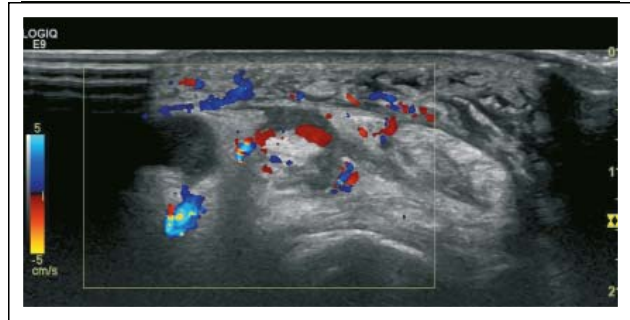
Kerschbaumer A, et al. Ultraschall Querschnitt (Handgelenk dorsal) subkutanes Ödem, deutlich erhöhtes Farbdopplersignal, echoarmer/freier Erguss in den Sehnenfächern des Ext. pollicis longus, des Ext. carpi radialis longus und des Ext. carpi radialis brevis.
